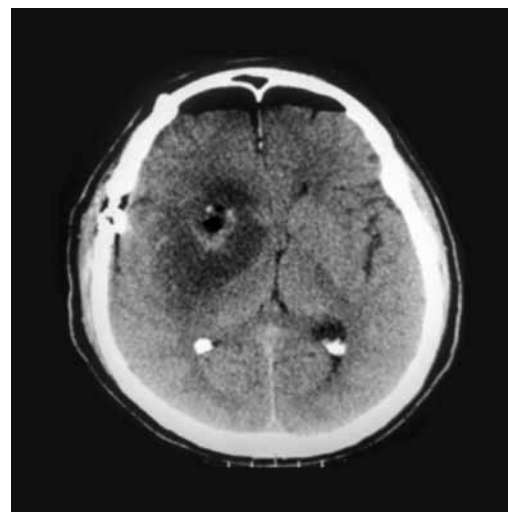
C.-TAC de cráneo simple posquirúrgico exceresis parcial bajo neuronavegador de lesión a nivel temporo parietal derecho.
